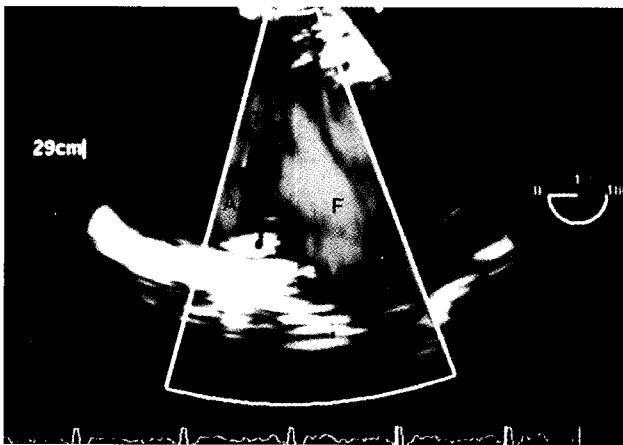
Transesophageal echocardiographic finding showing a continuous blood flow running from descending aorta (A) to a false aneurysm (F) through a fistula (T).
